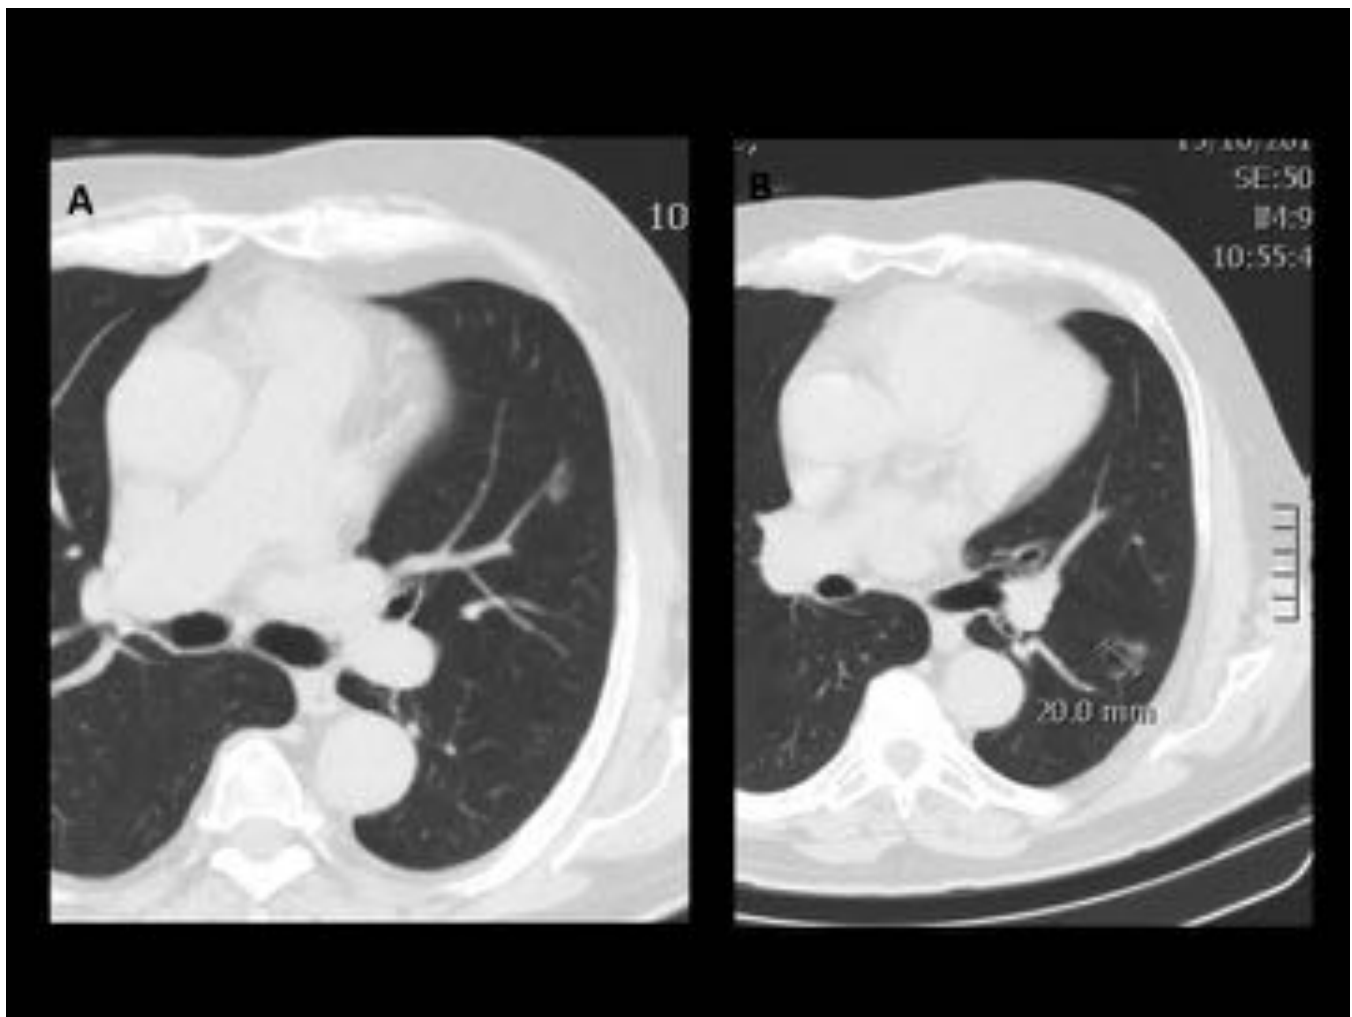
Paciente con múltiples nódulos subsólidos puros > 5mm en el LSI y LII con cavilación. Una TC de seguimiento realizada a los 3 meses confirmó persistencia de los mismos. Se realizó FDG-PET-TC pero las lesiones no mostraron captación. Como las lesiones persistían después de un año y una de ellas medía más de 20mm fueron resecadas. La lesión del LII fue una lesión preinvasiva.
